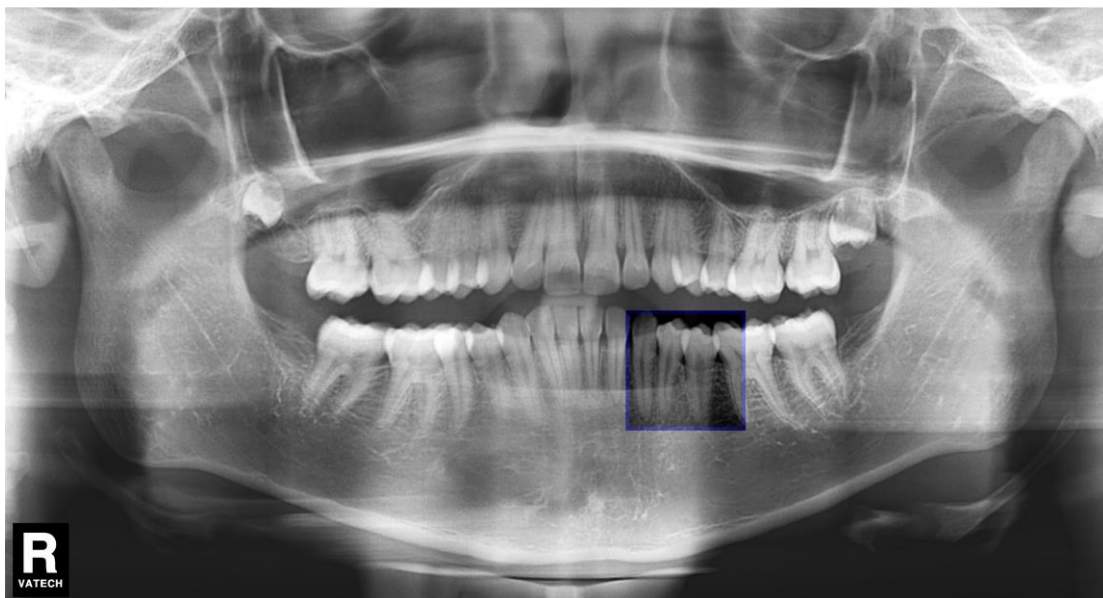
Área analisada na radiografia panorâmica
